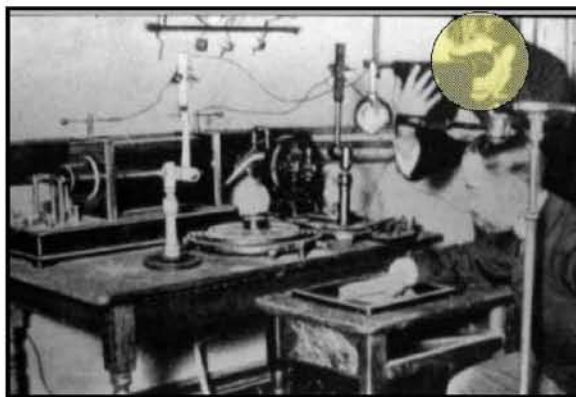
Η πρώτη ακτινογραφία από τον Roentgen
